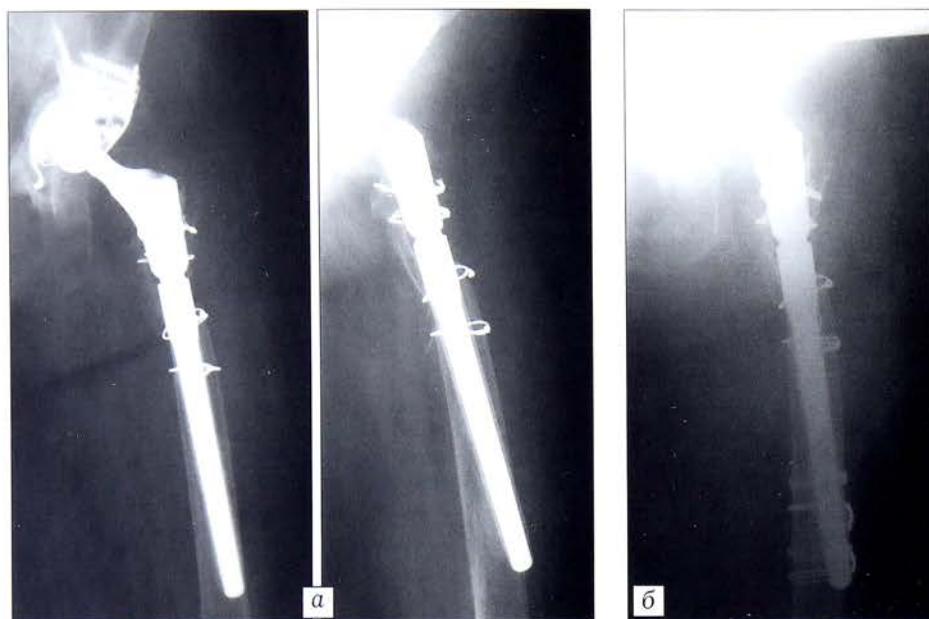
Рентгенограммы больного с перфорацией кортикального слоя ножкой Cerafit revision в дистальном отделе бедра.
